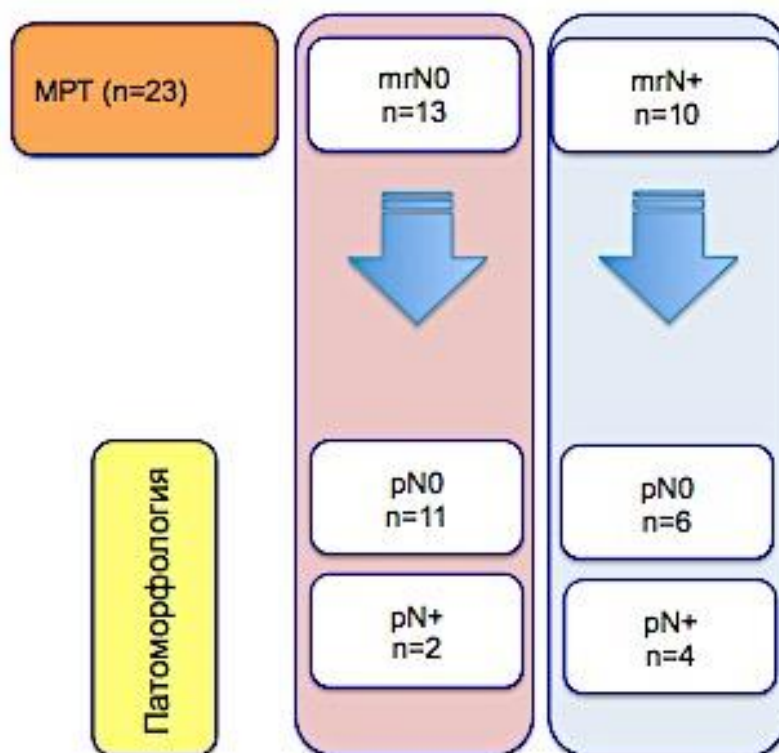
Сопоставление данных МРТ и результатов патоморфологических исследований операционных препаратов после стандартных резекций в диагностике стадии N (n=23).
